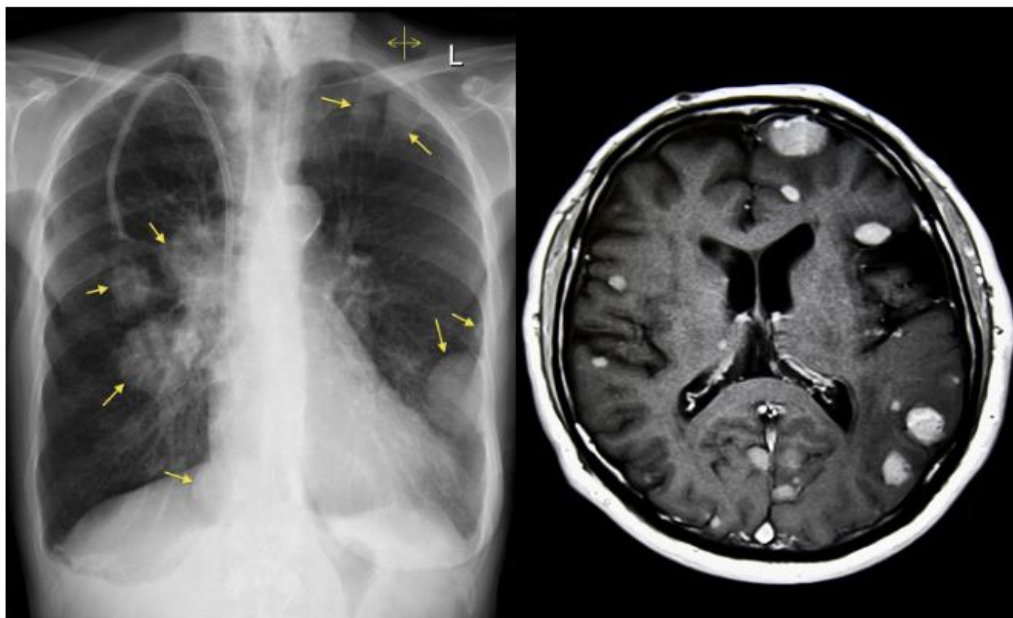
Demonstration of the metastases using MRI in patients diagnosed with lung and brain cancer respectively. Metastases are one of the main hallmarks of cancer. [14, 15]
